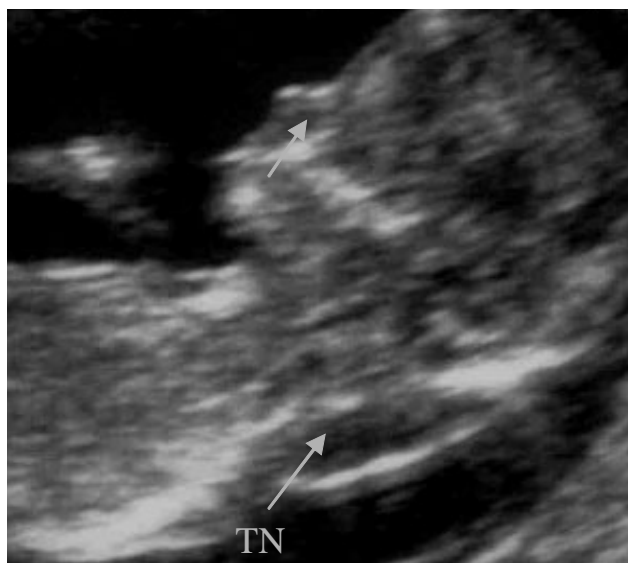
Ecografia às 12 semanas de um feto com TN aumentada e com ossos do nariz ausentes
